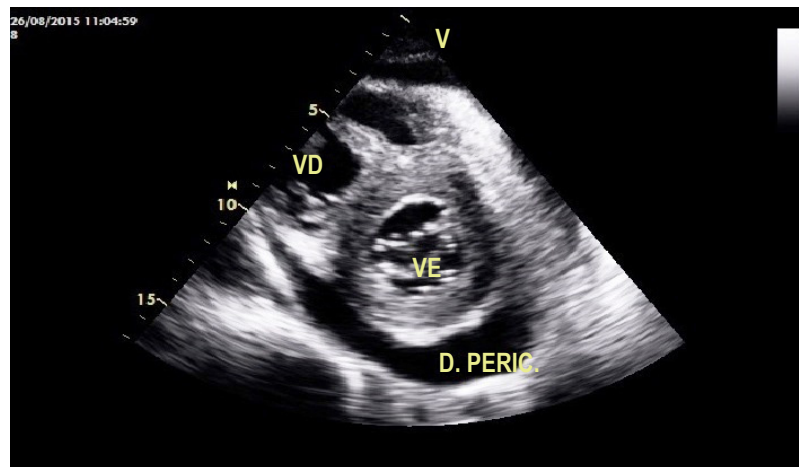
Ecocardiograma bidimensional. VE: ventrículo esquerdo; VD: ventrículo direito; D. PERIC.: derrame pericárdico.
